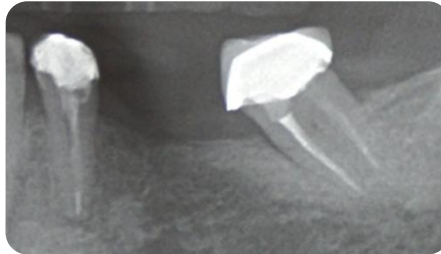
Radiografía dentoalveolar
